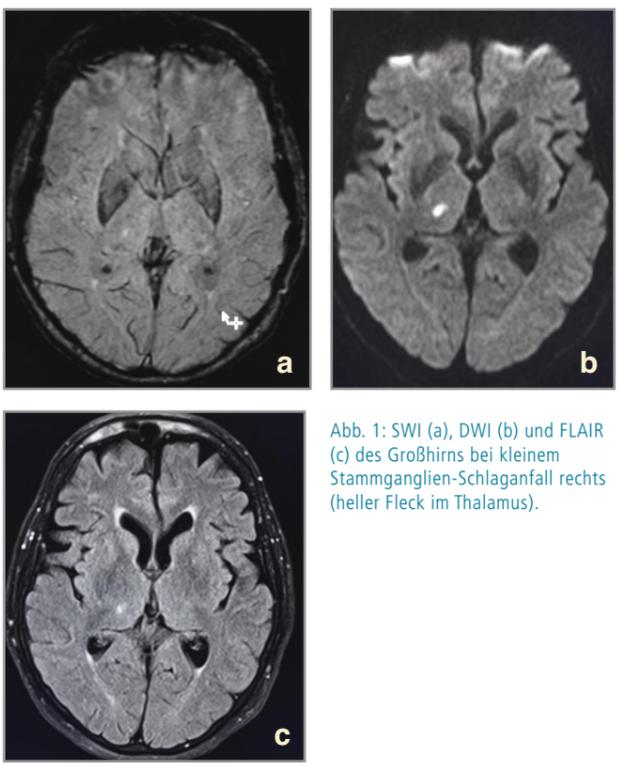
SWI (a), DWI (b) und FLAIR (c) des Großhirns bei kleinem Stammganglien-Schlaganfall rechts (heller Fleck im Thalamus).
